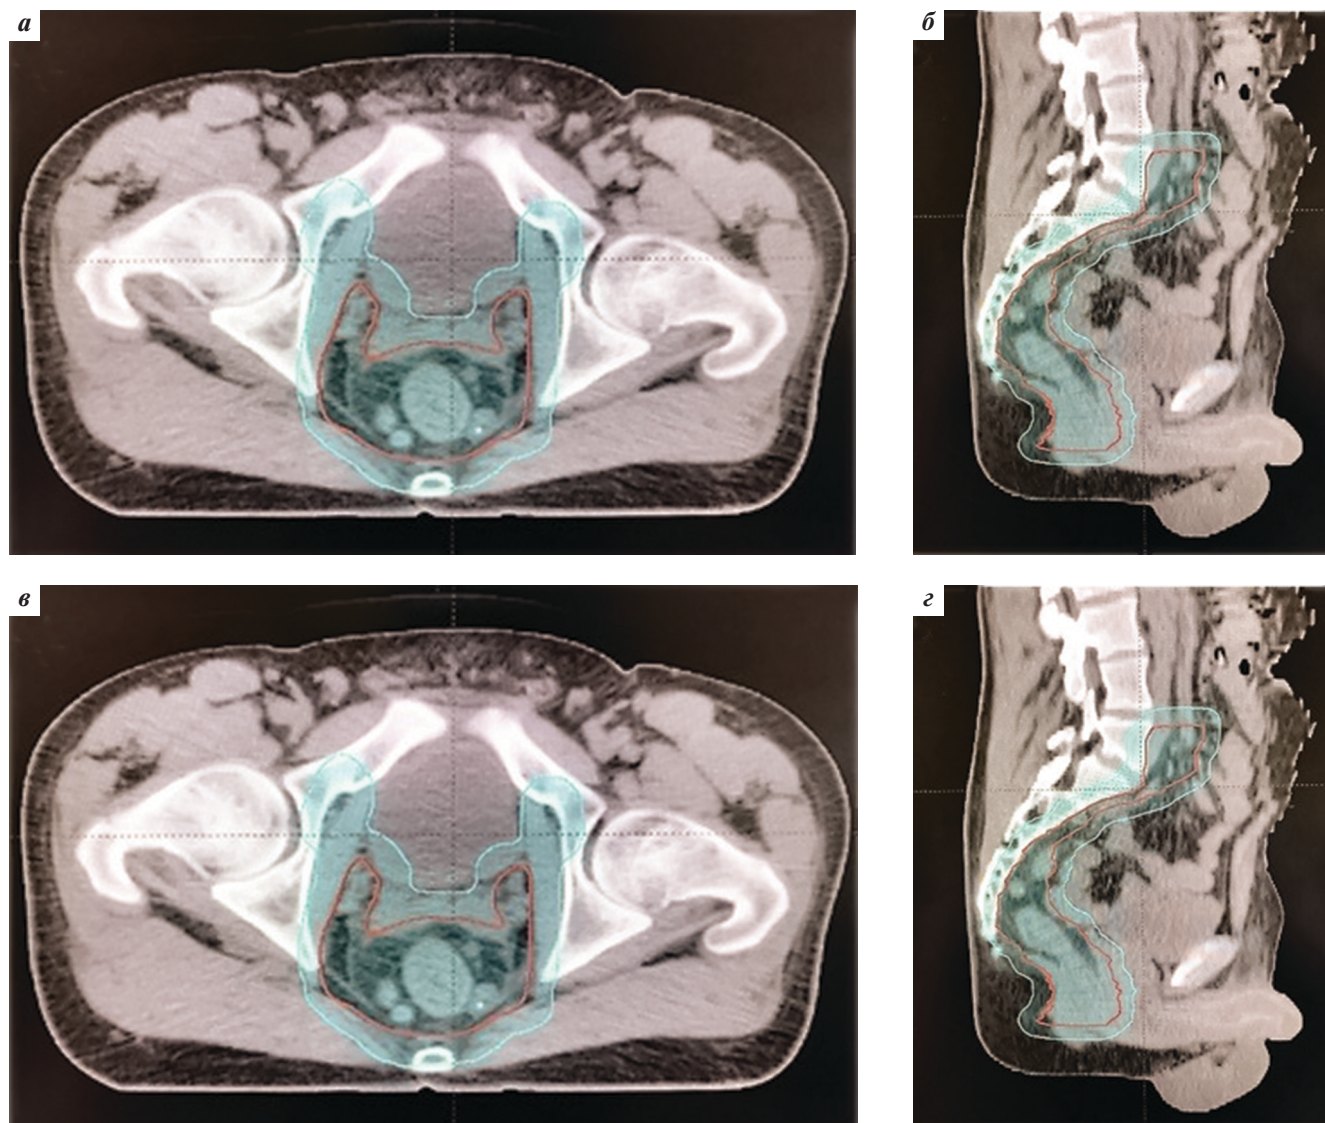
На верхних изображениях сагиттальные (а) и аксиальные (б) срезы мультиспиральной компьютерной томографии с обозначенным объемом PTV1 (синий контур) СОД 32 Гр с отступом от CTV1 (красный контур). На нижних изображениях сагиттальные (в) и аксиальные (з) срезы магнитно-резонансной томографии, соответствующие по обозначенному объему PTV1 и совмещенные с данными мультиспиральной компьютерной томографии при помощи специальной программы дозиметрического планирования Eclipse
